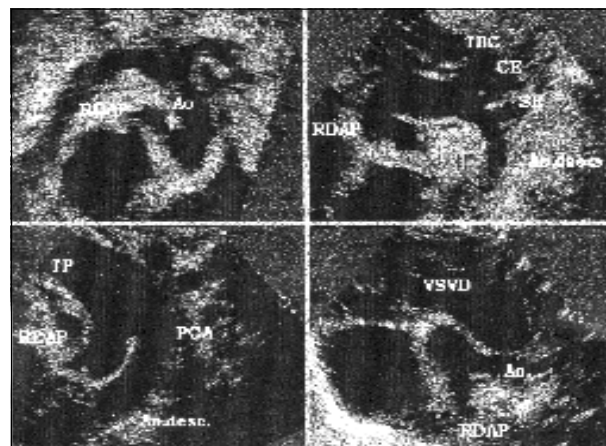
Caso 2 - Ecocardiograma: acima à esquerda, corte subcostal mostrando a origem posterior do ramo direito da artéria pulmonar (RDAP); a aorta está visualizada em toda sua extensão; à direita corte supraesternal mostrando a origem proximal do RDAP e o arco aórtico; a continuidade com a aorta descendente não é bem visualizada; abaixo à esquerda, canal arterial comunicando o tronco da artéria pulmonar à aorta descendente; à direita, corte paraesternal transversal modificado mostrando a origem à direita do vaso anômalo.
